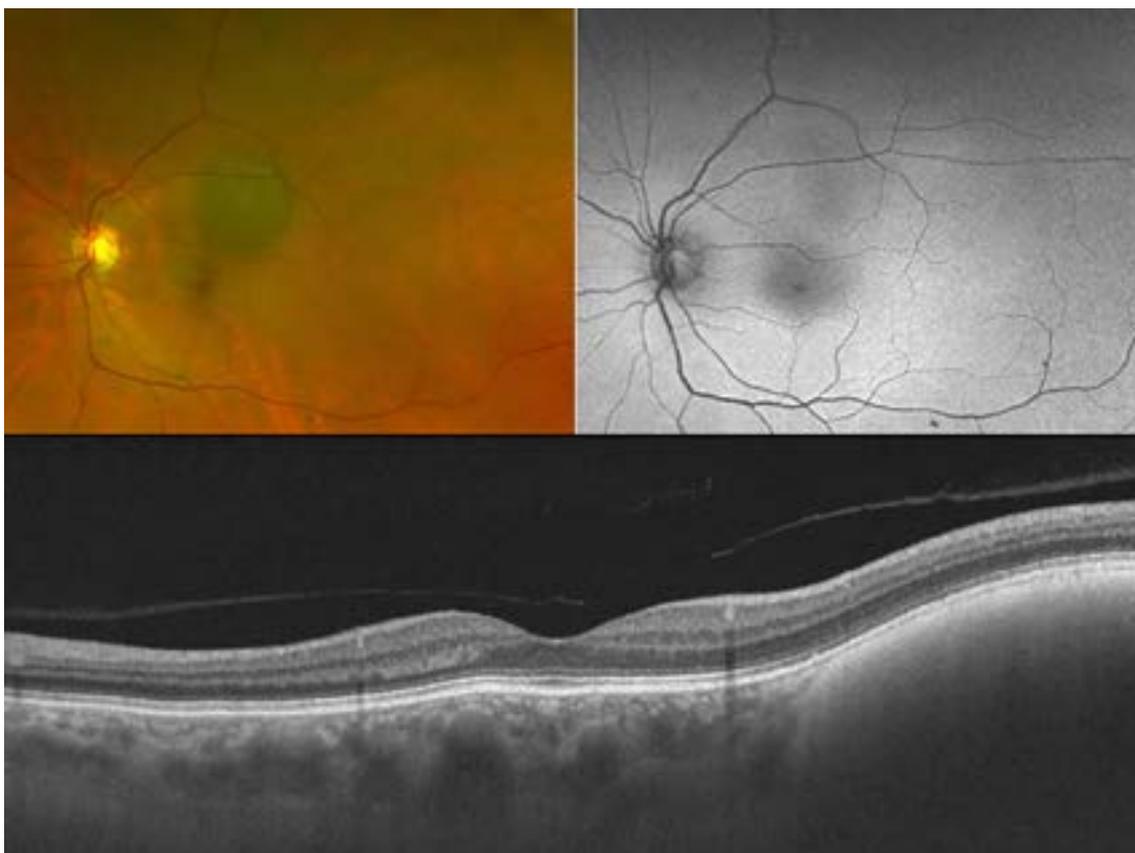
Nevus de coroides sin factores de riesgo. En la parte superior izquierda se observa la retinografía de un nevus coroideo de aspecto redondeado que no presenta pigmento naranja en superficie ni drusas. En la parte superior derecha se observa la AF de la misma lesión que pone de manifiesto cierta hiporefectividad en la zona. En la zona inferior se observa un corte de OCT que pasa por la mácula y la lesión y que no pone de manifiesto la presencia de fluido subretiniano asociado. La lesión es prácticamente indetectable con ecografía.
